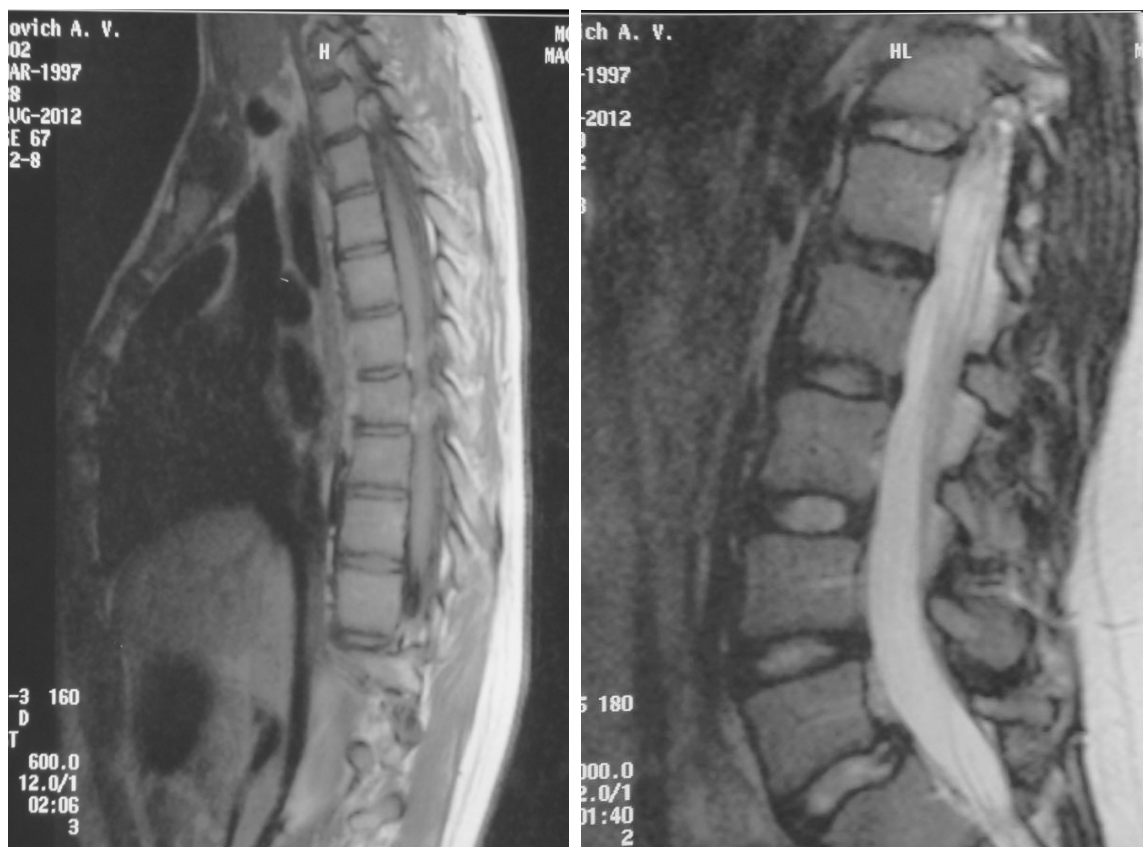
МРТ пациента П.15 лет с идиопатическим сколиозом грудной локализации
